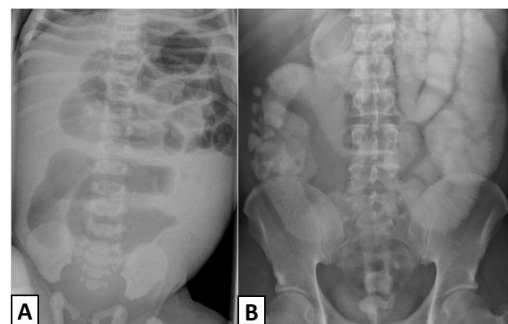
(A) Radiografia abdominal de um recém-nascido com ileus meconial, posteriormente diagnosticado com FQ. A radiografia apresenta marcada distensão abdominal, existindo segmentos do intestino delgado marcadamente dilatados, não sendo visível ar no cólon e reto⁴. (B) Radiografia abdominal de um indivíduo com DIOS, no qual se evidencia extensa dilatação das ansas do intestino, o qual se encontra preenchido com contraste oral positivo (Gastrografina)⁴.
